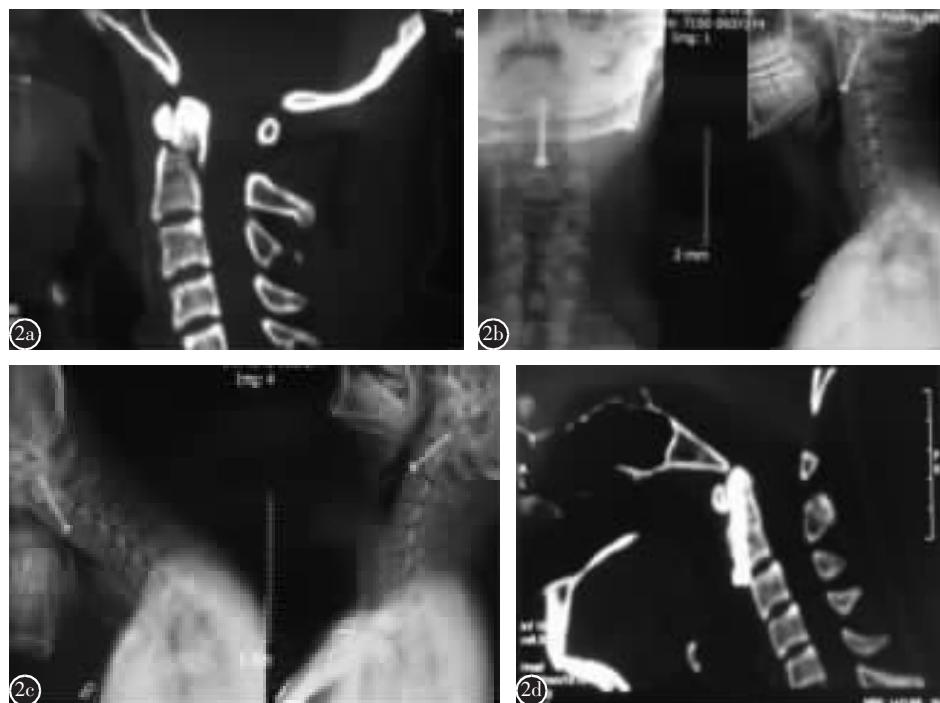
患者女, 21岁, 车祸伤致颈部疼痛 1d a 术前 CT 示齿状突骨折, 按 Grauer 改良的 Anderson-D' Alonzo 分型为 II a 型 b 前路单枚螺钉固定术后 X 线片示骨折复位满意, 内固定位置满意 c 术后 7 个月颈椎动力位 X 线片示活动度良好 d 术后 7 个月 CT 示齿状突骨折骨性愈合
